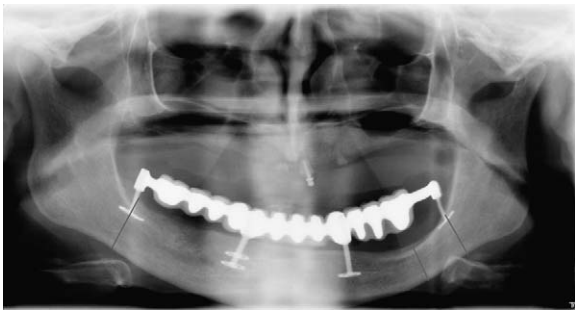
Radiographie panoramique après réhabilitation de la mandibule par un bridge scellé sur des implants BOI. Auparavant, cette patiente avait porté une prothèse totale inférieure qui n'était ancrée que sur trois boutons-pression du côté droit. L'atrophie dans la partie postérieure de la mandibule était due à la compression par la prothèse amovible.
